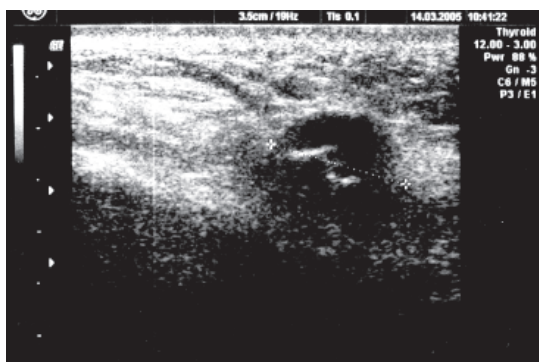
Данные УЗИ правой щечной области больного С.
